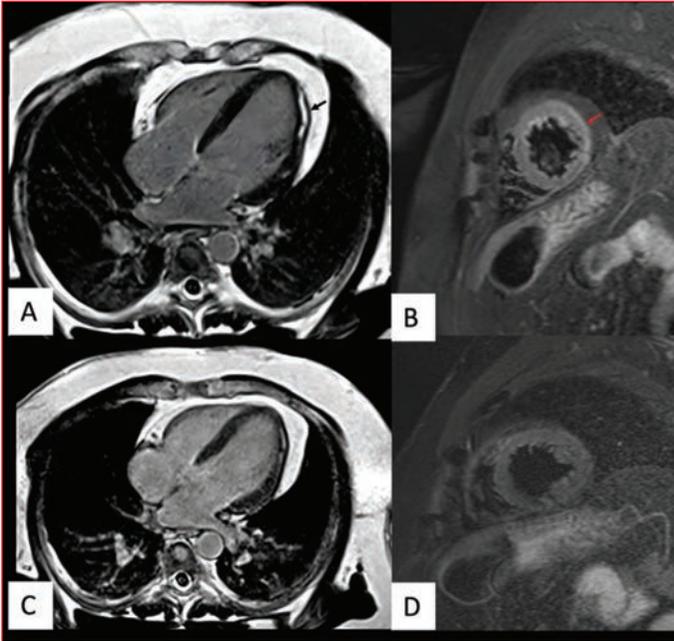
Initial cardiac MRI within one week of symptom onset demonstrates (A) subepicardial late gadolinium enhancement (LGE) at the basal to mid anterior lateral and inferior lateral wall (black arrow) with (B) corresponding high T2 signal, in keeping with myocardial edema (red arrow). Follow-up MRI was performed six months after the first MRI demonstrating (C) mild persistent LGE at the lateral wall and (D) complete resolution of T2-hyperintensity.
